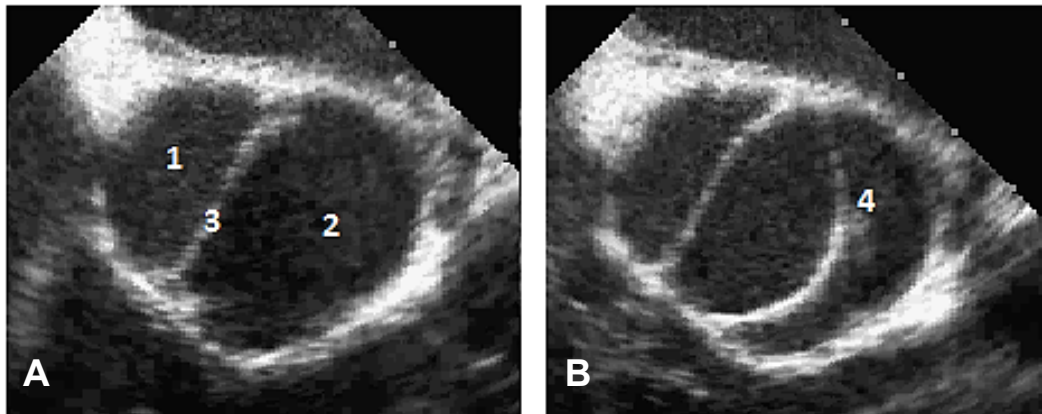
Bikuspidale Aortenklappe in der transösophagealen Echokardiographie
